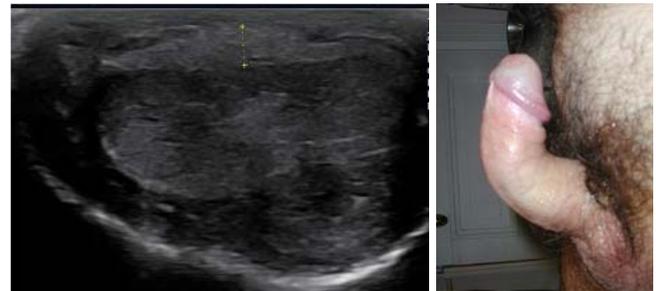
À droite, auto-photographie de la verge en érection d'un homme de 56 ans avant traitement, avec à gauche son échographie (coupe transversale au 1/3 moyen). La plaque infiltre la totalité de la face dorsale du pénis.
